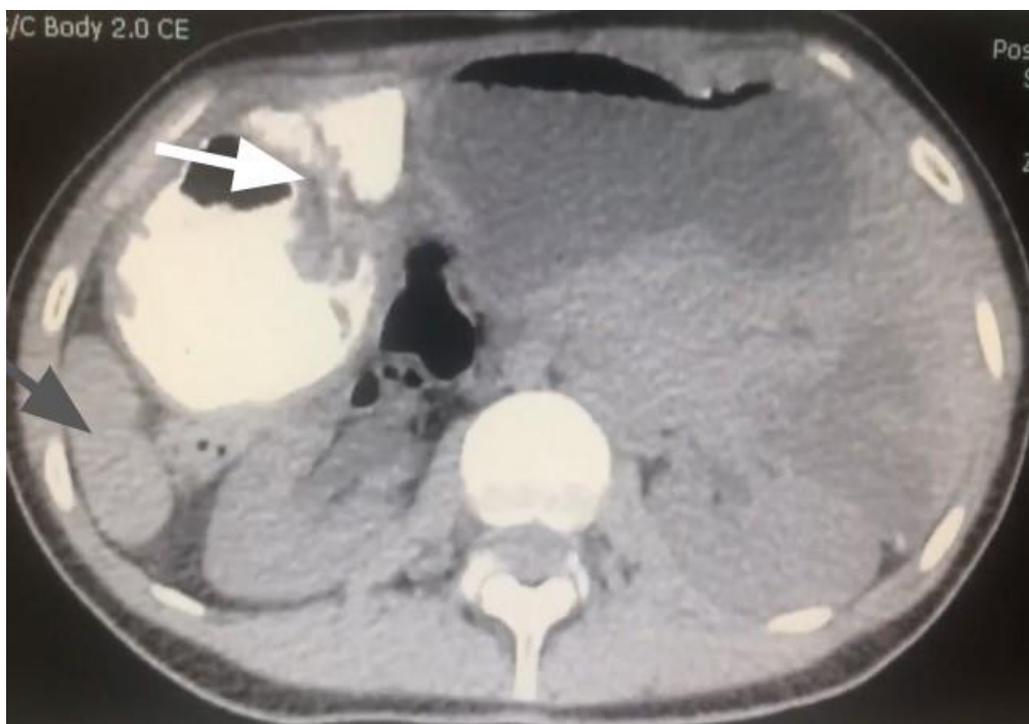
Tomografia computadorizada de abdômen em plano coronal.
